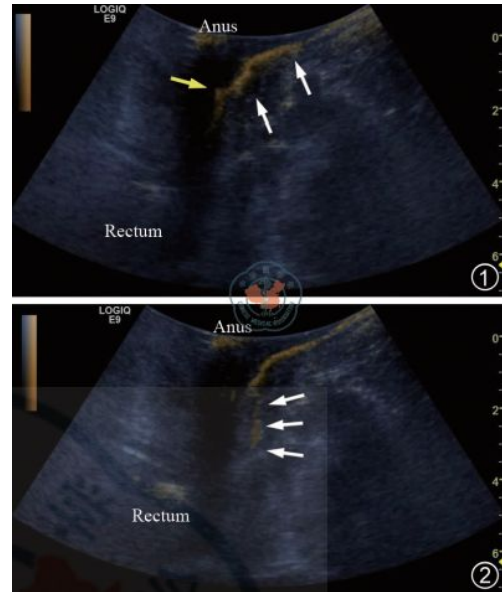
超声造影发现瘘管形成 (①: 瘘管主管; ②: 支管)
